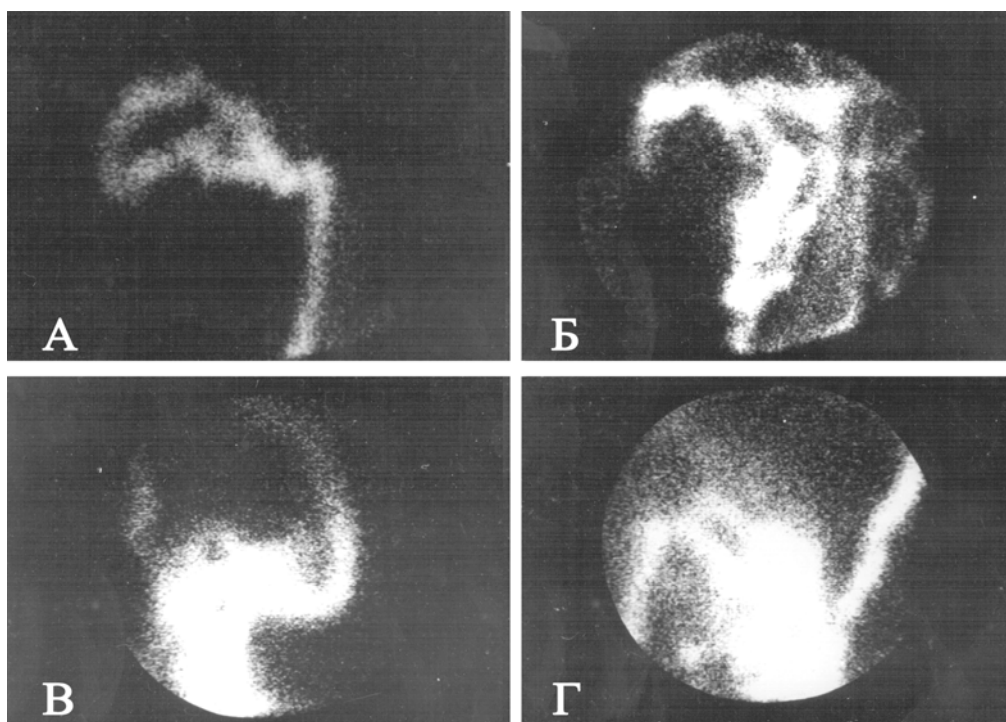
Шляхи венозного відтоку при стегново-кавальній оклюзії визначені радіосцинтиграфічно:
